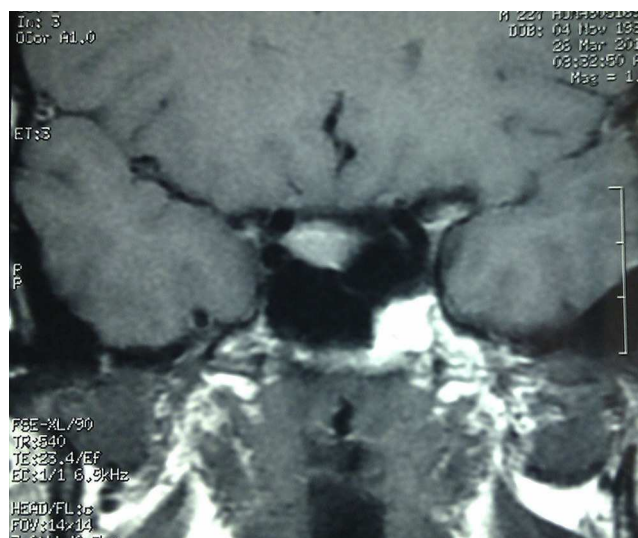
RM T1 corte sagital previa a la cefalea.
